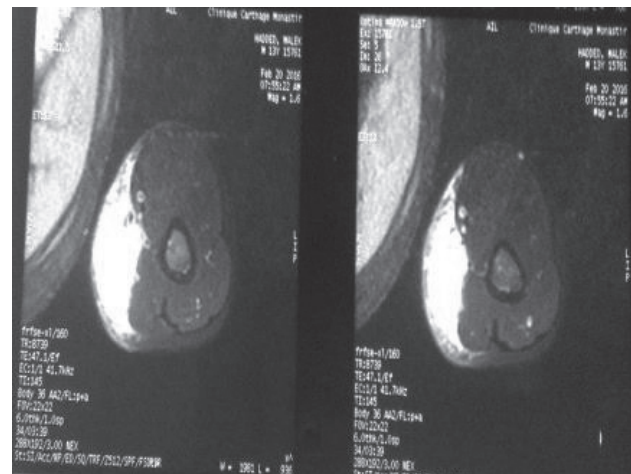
^b : aspect du bras à l'IRM (coupe axiale T2).
